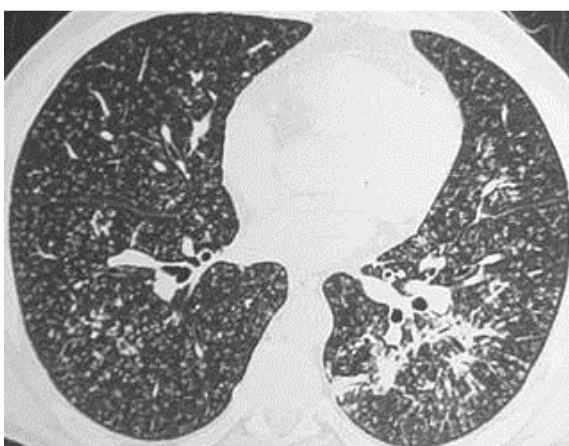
Miliaire tuberculeuse : micronodules (< 3 mm) à contours nets, de distribution diffuse dans le parenchyme pulmonaire. De gauche à droite et de haut en bas : radiographie de thorax, même cliché, zoom sur le lobe inf droit , scanner thoracique, coupe en fenêtre parenchymateuse ; comparaison au même niveau de coupe d'un poumon droit normal avec et l'aspect de la miliaire de ce patient
